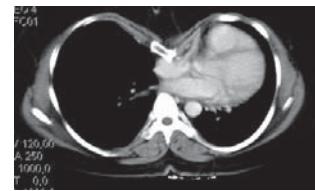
Computed tomographic view of the sternum compressing on the right atrium
